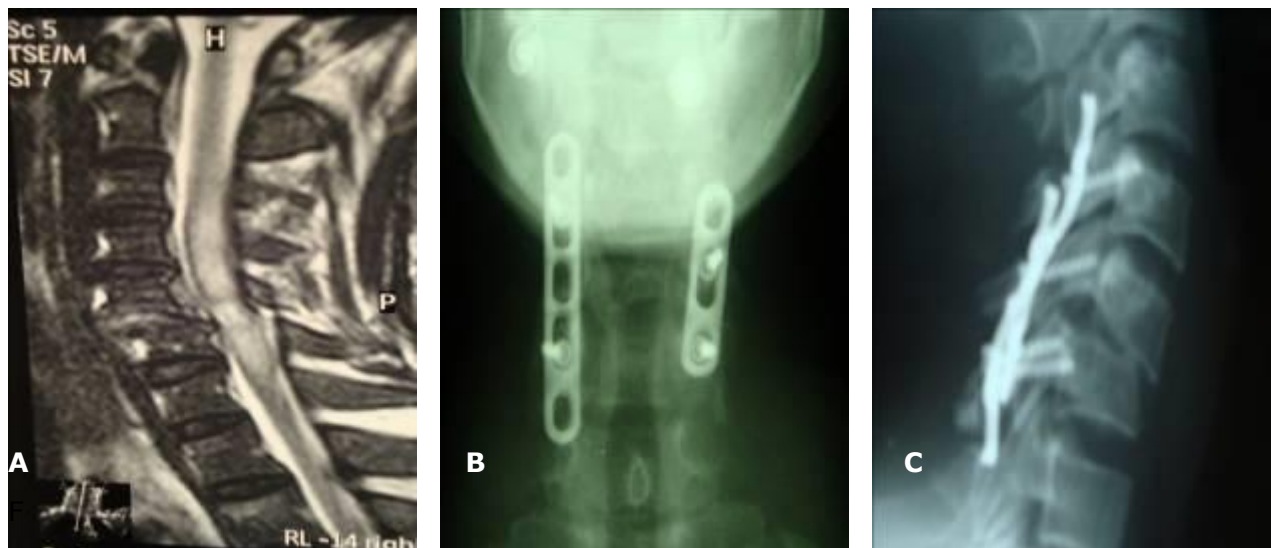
Caso 3. A. Imagen de RMN donde se constata fractura inestable C5-C6 con foco de contusión medular en un paciente clasificado como grado C de *Franklin*. B y C fijación espinal posterior con reducción incompleta de la luxación.
